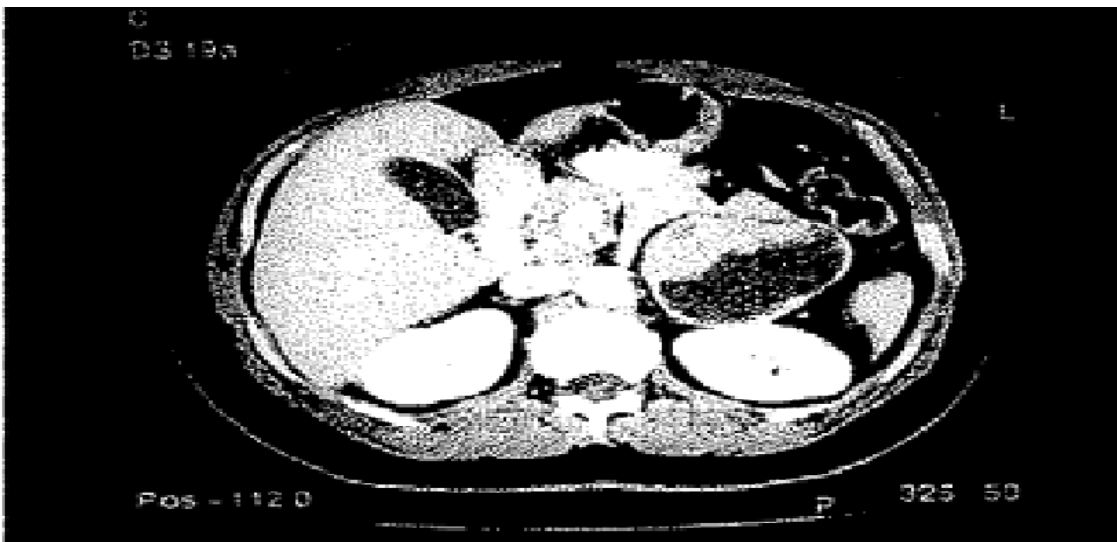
une coupe TDM montrant un phéochromocytome de la surrenale gauche.
